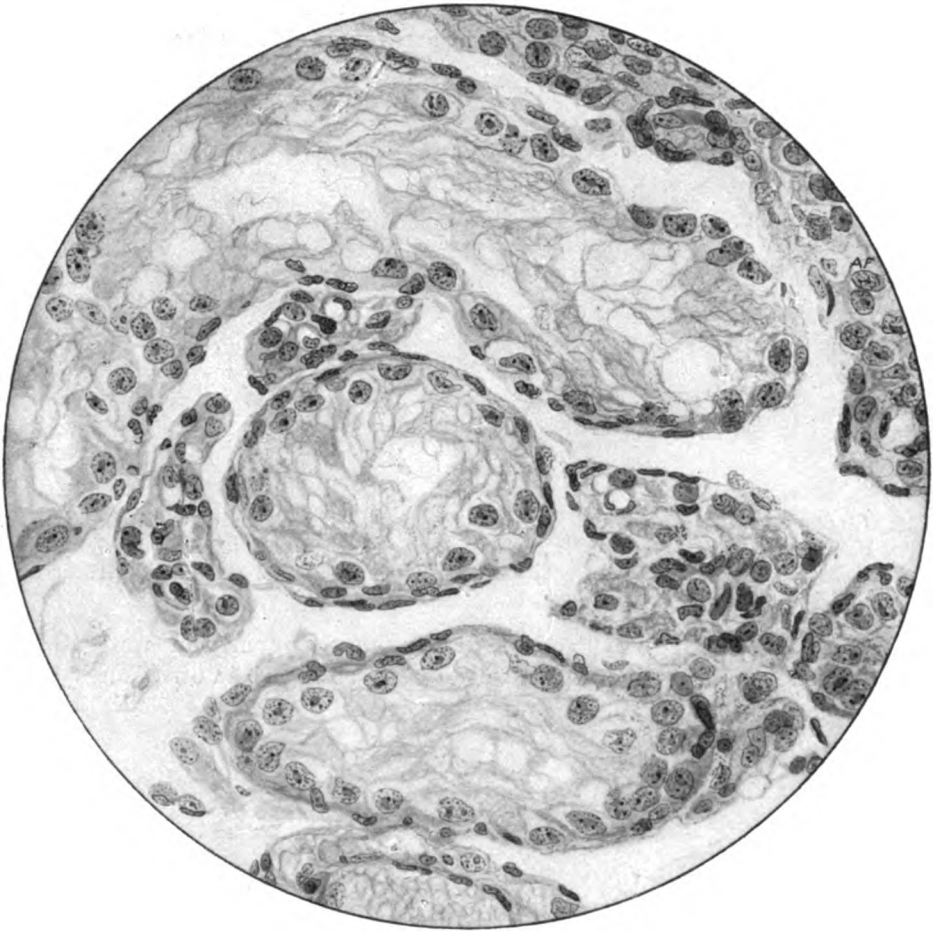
Stadium VIII der Röntgendepopulation des Hodens aus einem einmal mit 4 H.E.D. bestrahlten Kaninchenhoden (Prot. Nr. 3, l.). Haematox. Eosin, Zeiß, KO. 5 ×, Ap. 90. Der Wandbelag besteht nur noch aus Sertolizellen.
